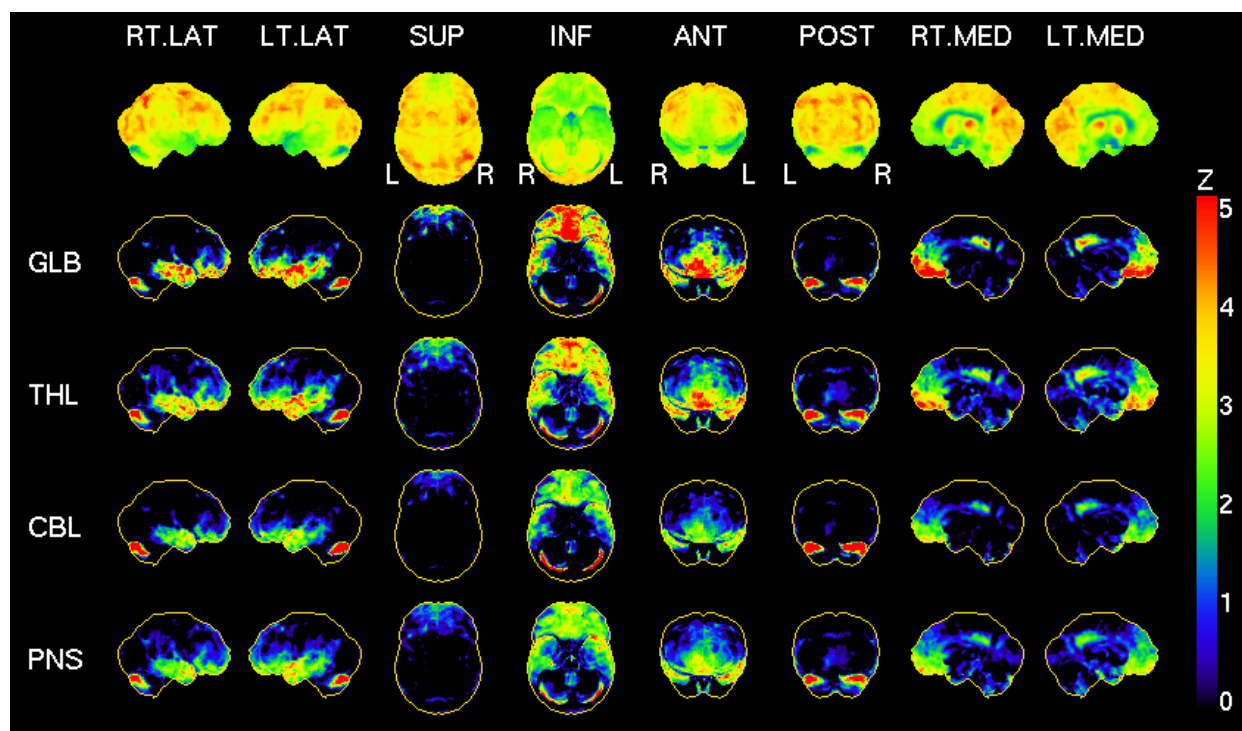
Positronenemissionstomographie (PET) mit F-18 markierter Deoxyglukose (FDG). Beidseitige Glukosestoffwechseldefekte, weitgehend symmetrisch orbitofrontal, temporal inferior bzw. polar sowie im Bereich des posterioren Gyrus cinguli gelegen, weisen auf eine frontotemporale Demenz mit temporal ausgeprägter Verlaufsform bei der Patientin mit der neuen VCP D120-Deletion hin.
